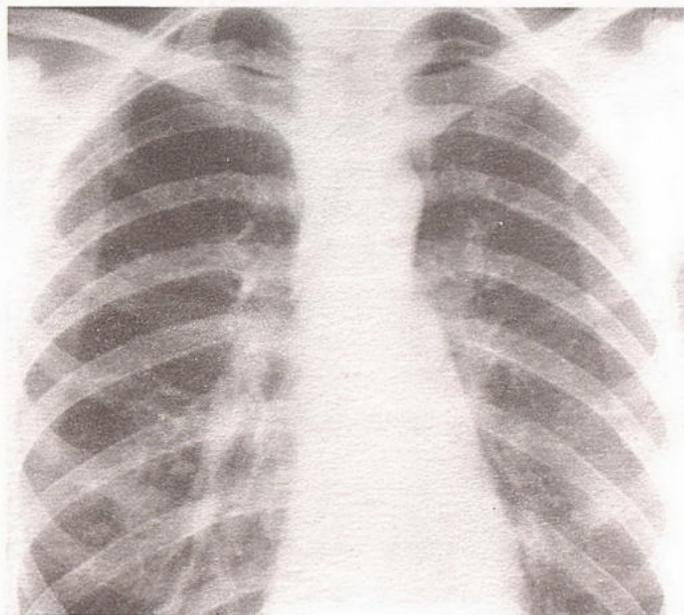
Рентгенограмма грудной клетки больного С., 38 лет.
